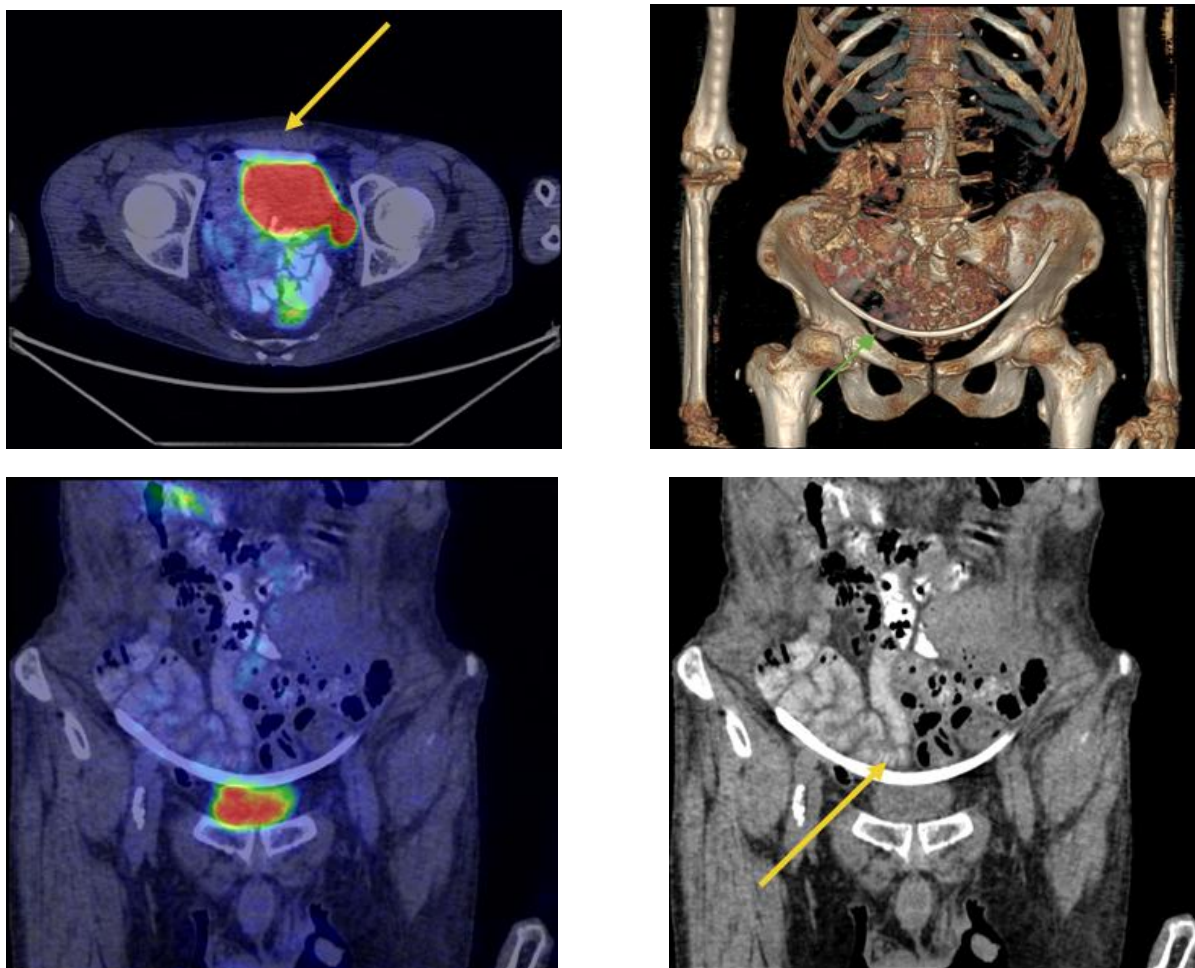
Пациент Н., 68 лет. На мультипланарных КТ-реконструкциях, совмещенных ПЭТ/КТ и 3D проекциях под передней брюшной стенкой визуализируется дренажная трубка диаметром 0,8 см, длиной 30 см
